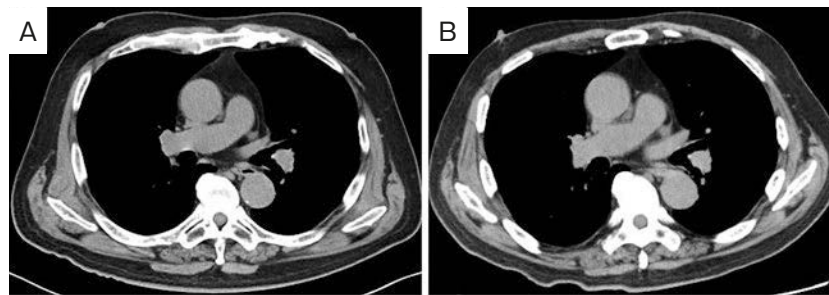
Unenhanced chest computed tomography (CT) image findings. (A) The left #11 lymph node (the primary lesion) was swollen with a short-axis diameter of 19 mm at the time of administration of nivolumab. (B) The #11 lymph node on admission. The size of the lymph node was almost unchanged.
